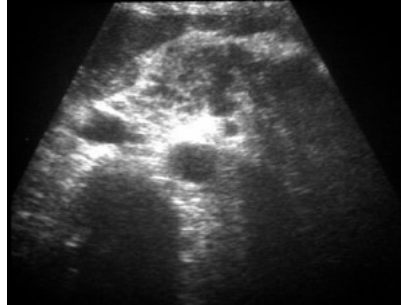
Ecografía abdominal: masa hipoeecogénica del cuerpo del páncreas.
